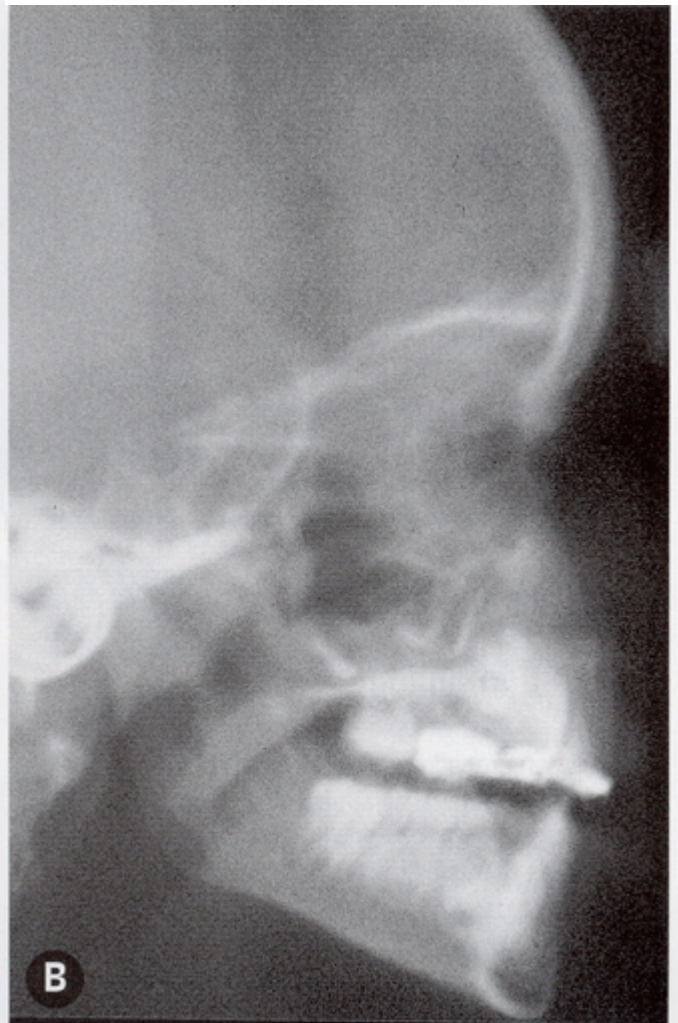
Telerradiografía del mismo paciente tras el tratamiento con máscara de Délaire, donde se aprecia el incremento de la VAS.
